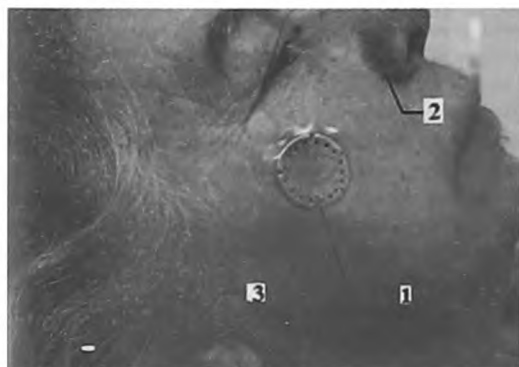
Больная В., 52 лет: 1 – рентгеноконтрастная пластинка; 2 – крыло носа; 3 – козелок уха.
